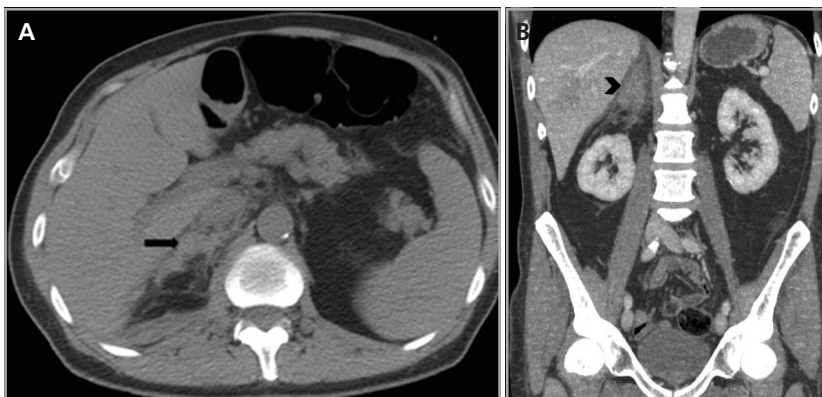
Hematoma suprarrenal derecho. Cortes axiales de tomografía computada (a) en fase no contrastada y (b) reformateo coronal en fase portovenosa, donde se demuestra una lesión suprarrenal derecha mal delimitada, espontáneamente densa (flecha), que se asocia a incremento en la densidad del tejido adiposo circundante, y que no realza tras el uso de medio de contraste (cabeza de flecha).
